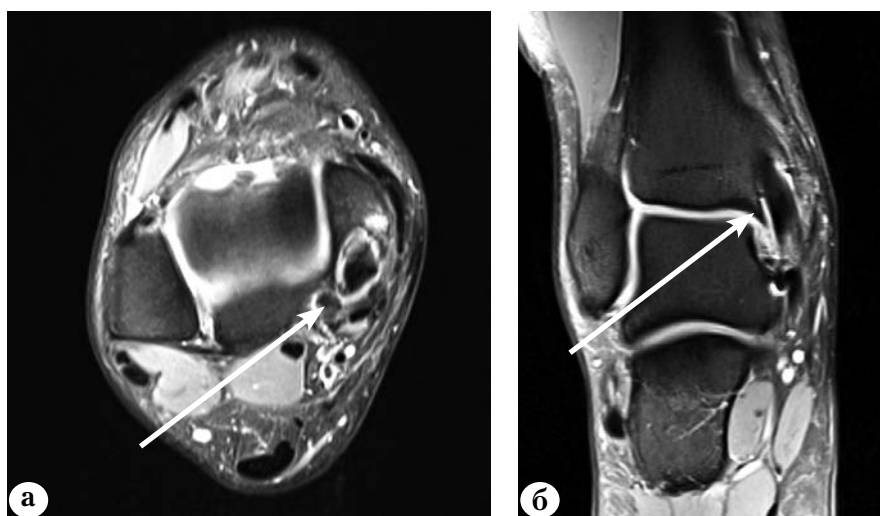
МРТ-картина сухожилия ЗББМ в правильном положении через год после операции:
